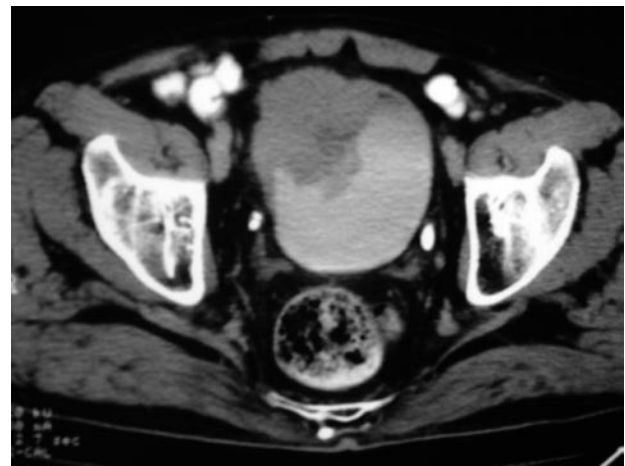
TC con tumoración vesical irregular e infiltrante.
